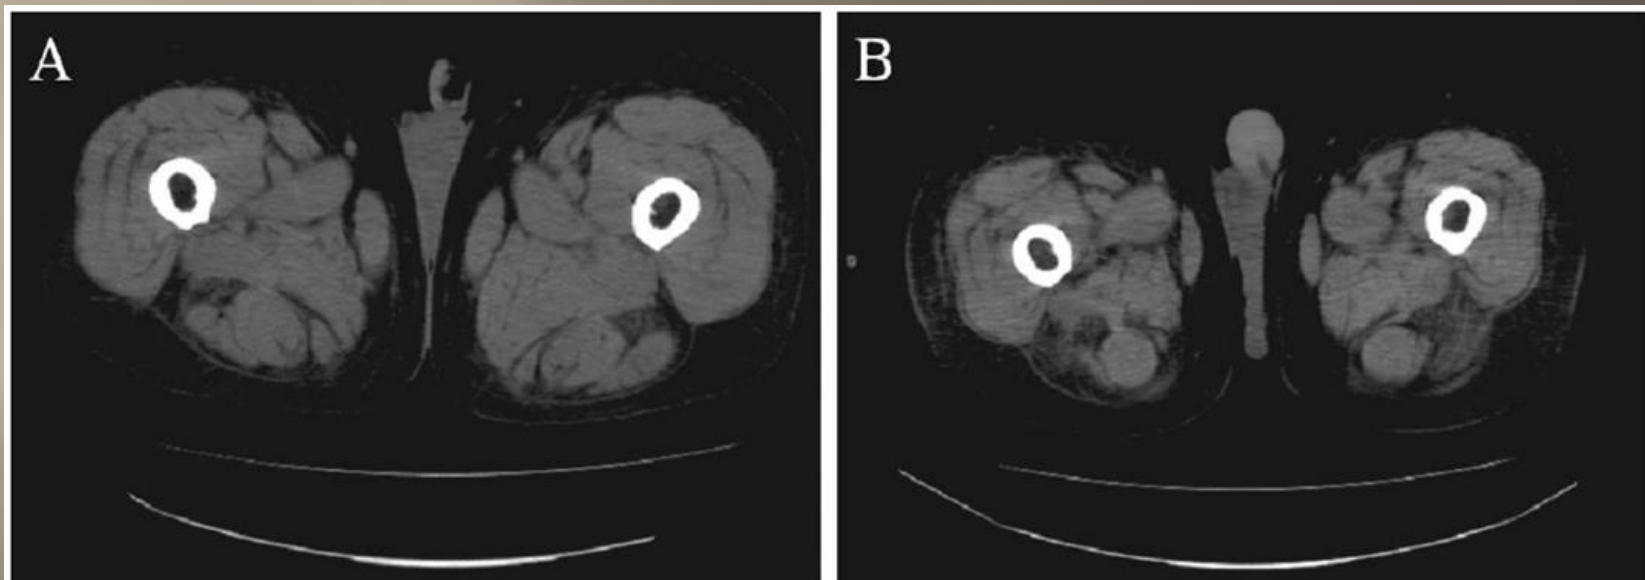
Computed tomographic scans of the thigh in a patient with septic shock at baseline (A) and 7 days later (B) showing the changes in muscle volume.
